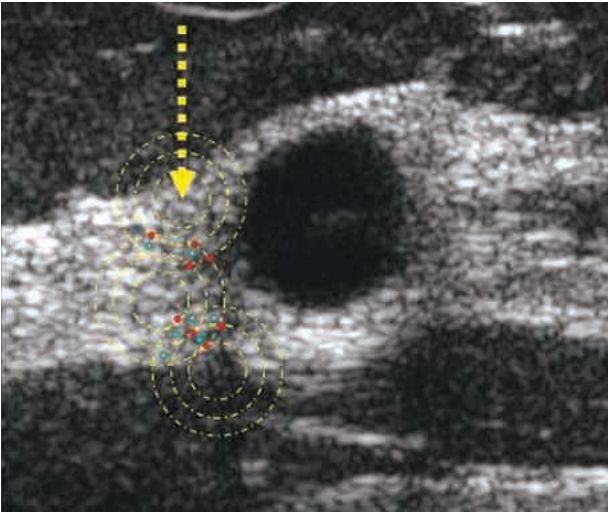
Moteado ecográfico. La inspección minuciosa de una imagen ecográfica de la mama que contiene un pequeño quiste revela que está compuesta por numerosas zonas de intensidad variable (moteado). El moteado es el resultado de la interacción constructiva (rojo) y destructiva (verde) de los campos acústicos (anillos amarillos) generados por la dispersión de los ultrasonidos a partir de pequeños reflectores tisulares. Este patrón de interferencia confiere a las imágenes ecográficas su característico aspecto granuloso y puede reducir el contraste. El moteado de los ultrasonidos es la base de la textura que se muestra en las imágenes ecográficas de tejidos sólidos.
